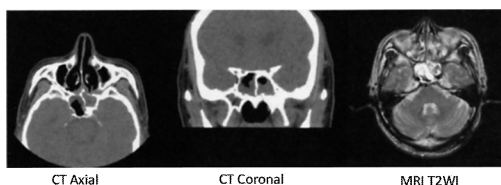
CT and MR images on Day 14.
